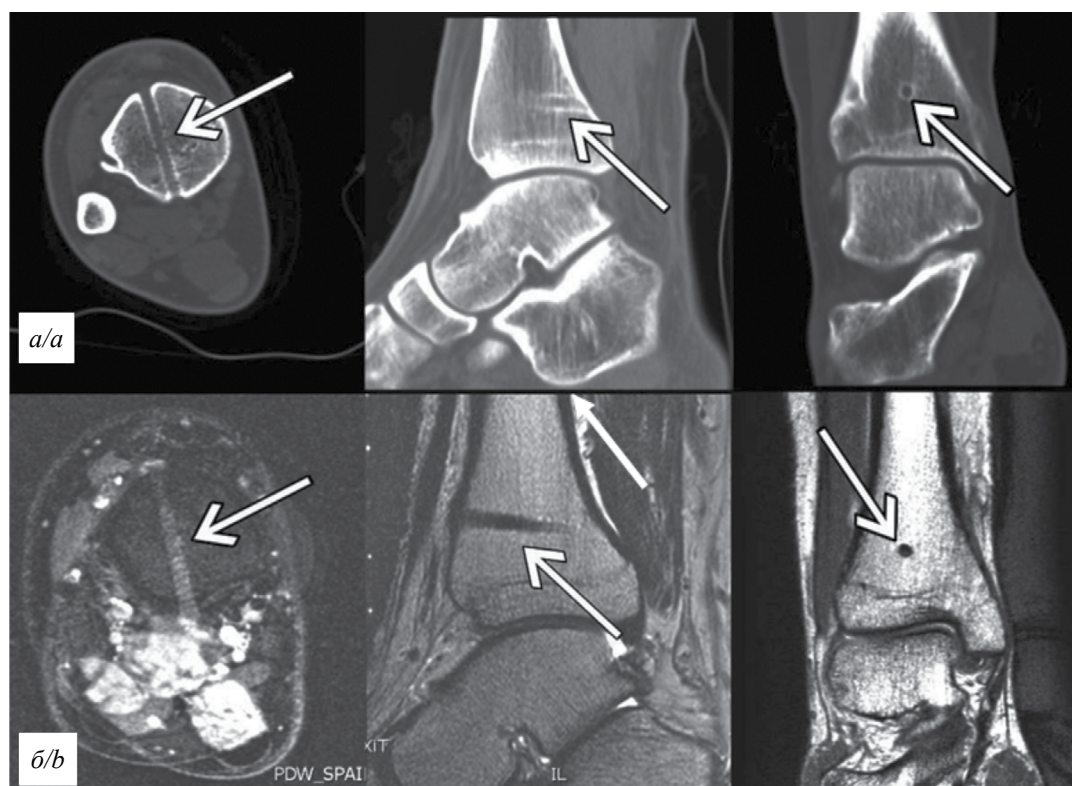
КТ и МРТ голени пациента А. спустя 1,5 года после операции.
